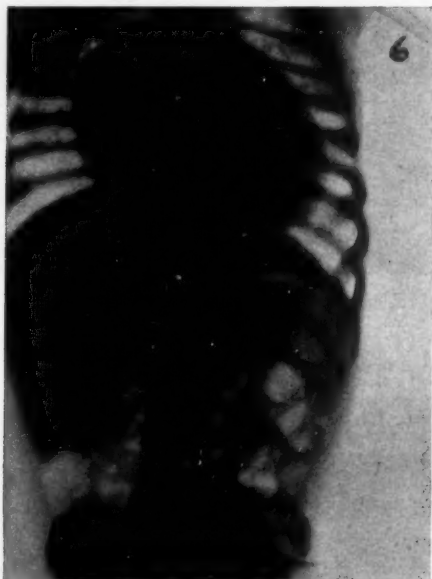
Röntgenaufnahme 30 Min. nach Einleitung der CO_2 bei schwerem Herzleiden.
